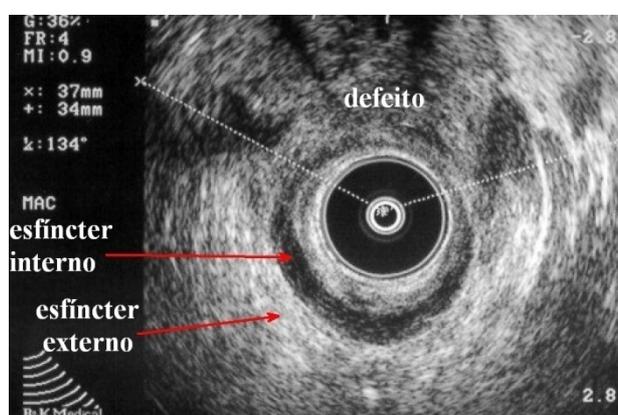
Ultrassonografia endo-anal mostrando defeito na região anterior dos esfíncteres interno e externo (Paciente CG, sexo feminino, 73 anos).
